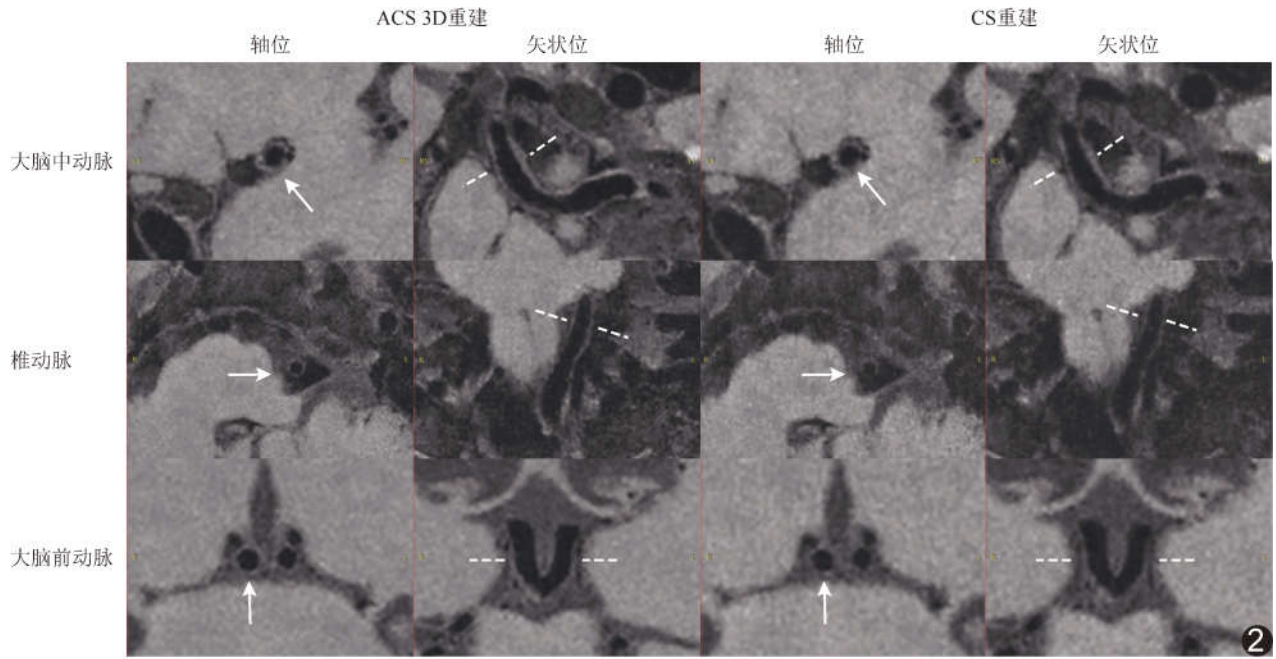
基于 5.0T MRI 以不同算法重建颅内血管段 VMI (箭示血管壁,虚线示轴位血管壁横断面对应位置)
